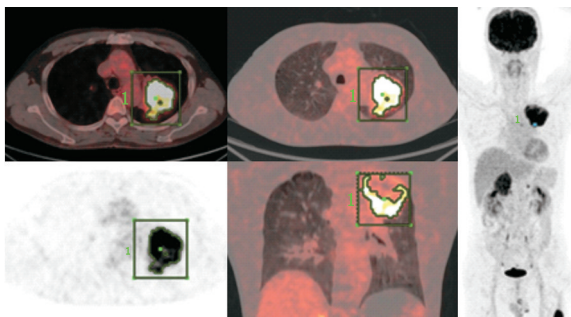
左肺腺癌患者(男,50岁) ^{18}F -脱氧葡萄糖(FDG) PET/CT 显像图。患者临床分期为 IV 期,无进展生存期(PFS)为 7.97 个月。图像示病灶(1)有异常放射性摄取,绿色曲线和方框线分别表示在 PET/CT 图像中绘制的原发灶等标准摄取值(SUV)阈值(30%)曲线和勾画范围
